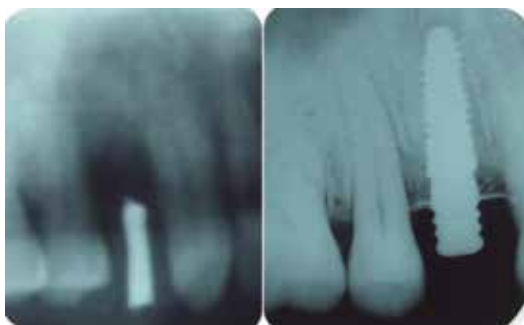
Radiografía de estudio
